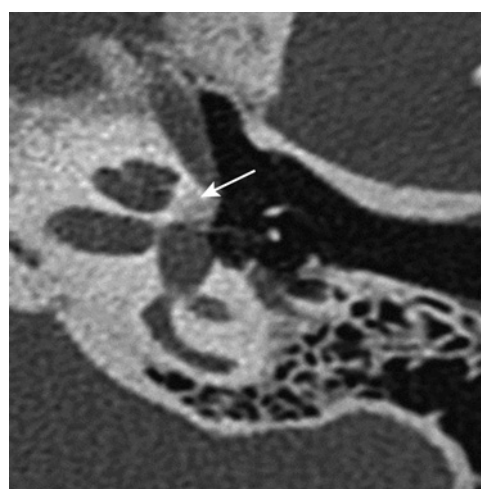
Otospongiose type 3. Coupe TDM double oblique (plan axial stapes) : hypodensité préstapedienne supramillimétrique (flèche) venant au contact de la cochlée.
